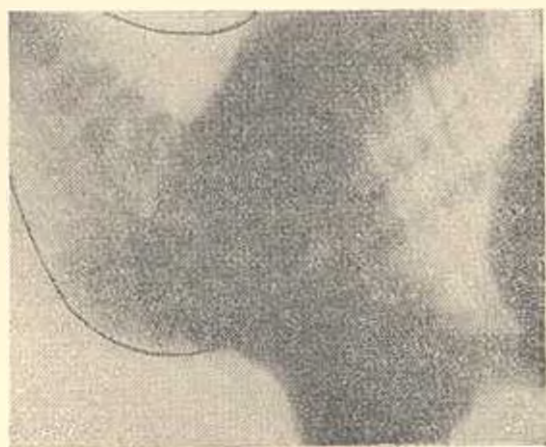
Боковая рентгенограмма. Тень сердца определяется вне грудной клетки, в области шеи. В грудной клетке видны лишь аорта и значительно удлиненные разветвления легочной артерии.
